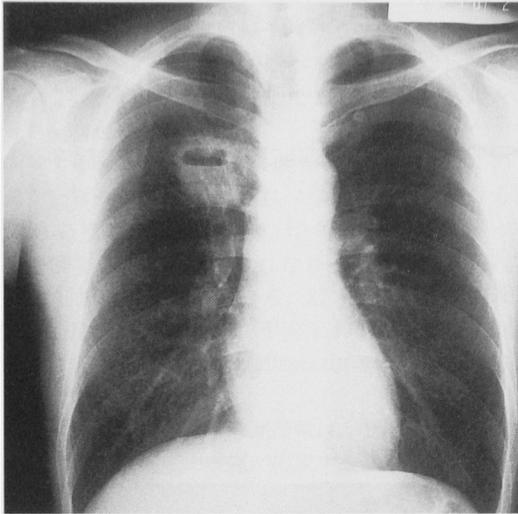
Chest X-ray film of case no. 5 on Oct. 21, 1988.
